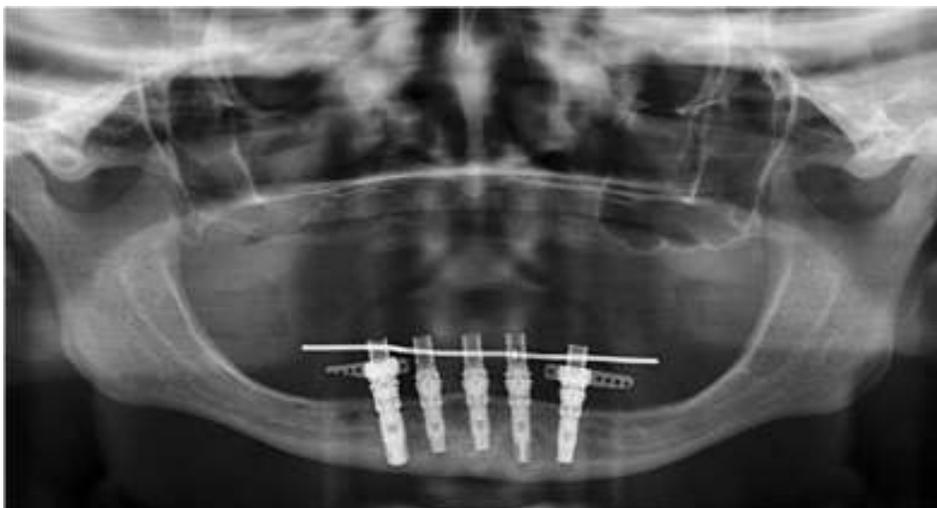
Radiografia panorâmica com implantes e prótese total inferior fixa implanto-retida.
